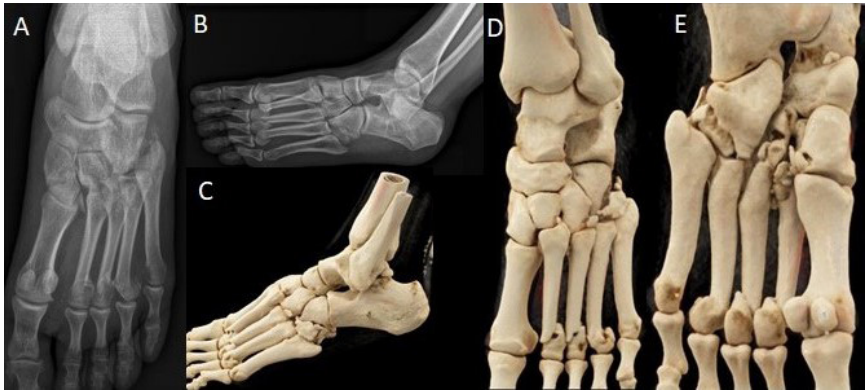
Radiografía diagnóstica a su llegada al Servicio de Urgencias en proyección AP (A) y lateral (B). Reconstrucción de TAC en 3D en proyección lateral (C), AP (D) y PA (E)
